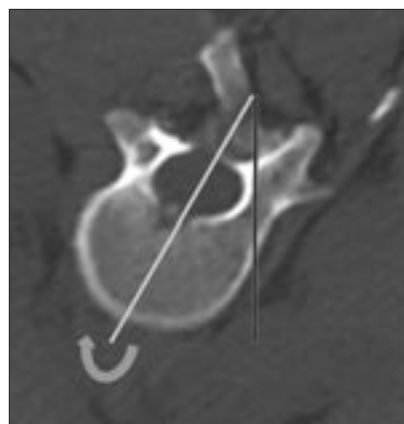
КТ. Аксиальный срез. Патологическая ротационная установка L1 позвонка той же больной относительно сагиттальной плоскости
